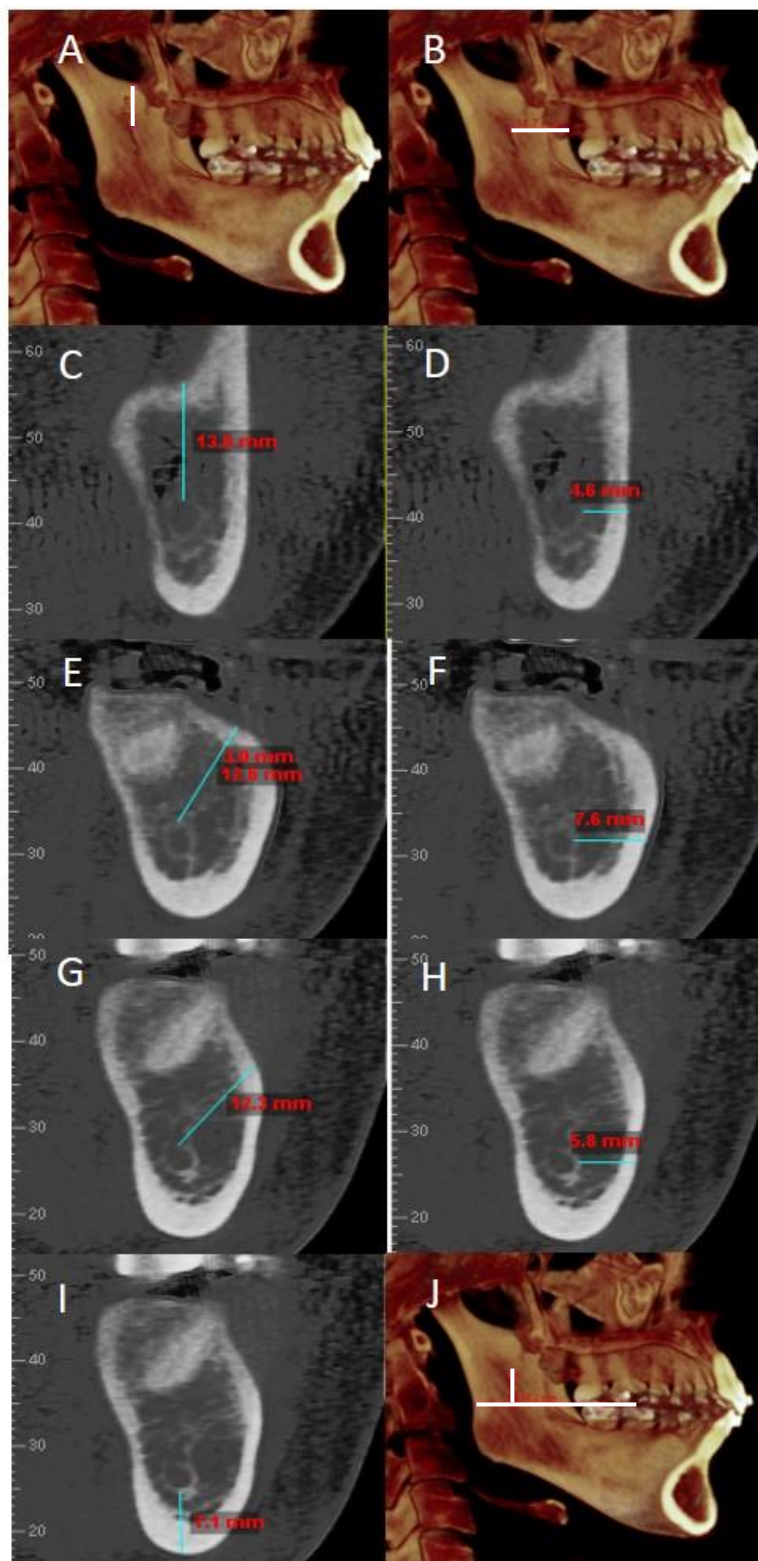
Medidas realizadas no lado esquerdo da mandíbula. A: linha LM – IM. B: linha LM – RM. C: CM – TRM_s. D: CM – TRM_l. E: CM – DSM_s. F: CM – DSM_l. G: CM – Inter_s. H: CM – Inter_l. I: CM – Inter_i. J: SM – LM.
